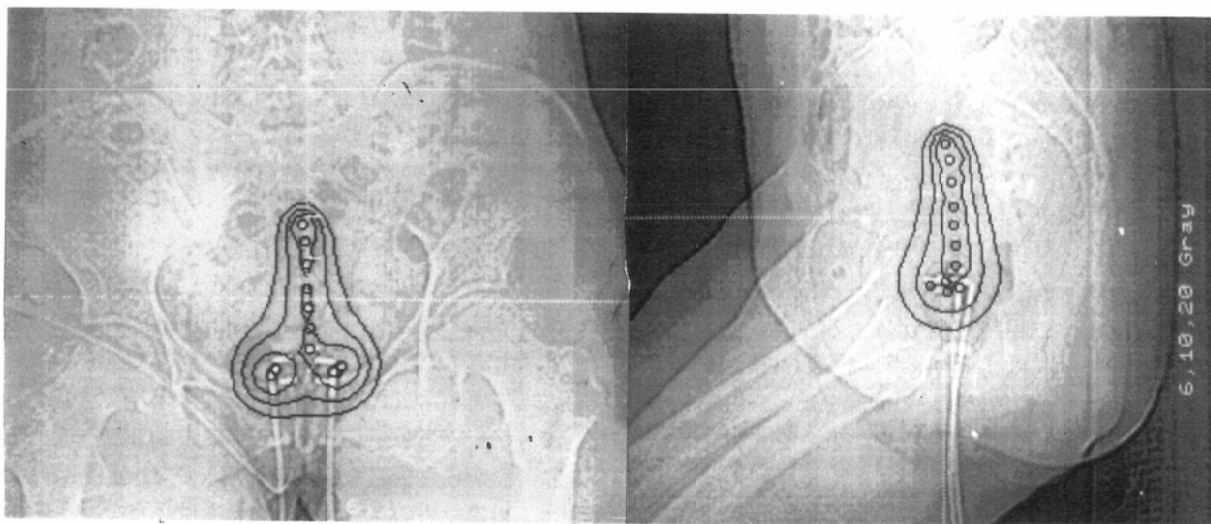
Representation of dose distribution on CT scout views using a personal computer
